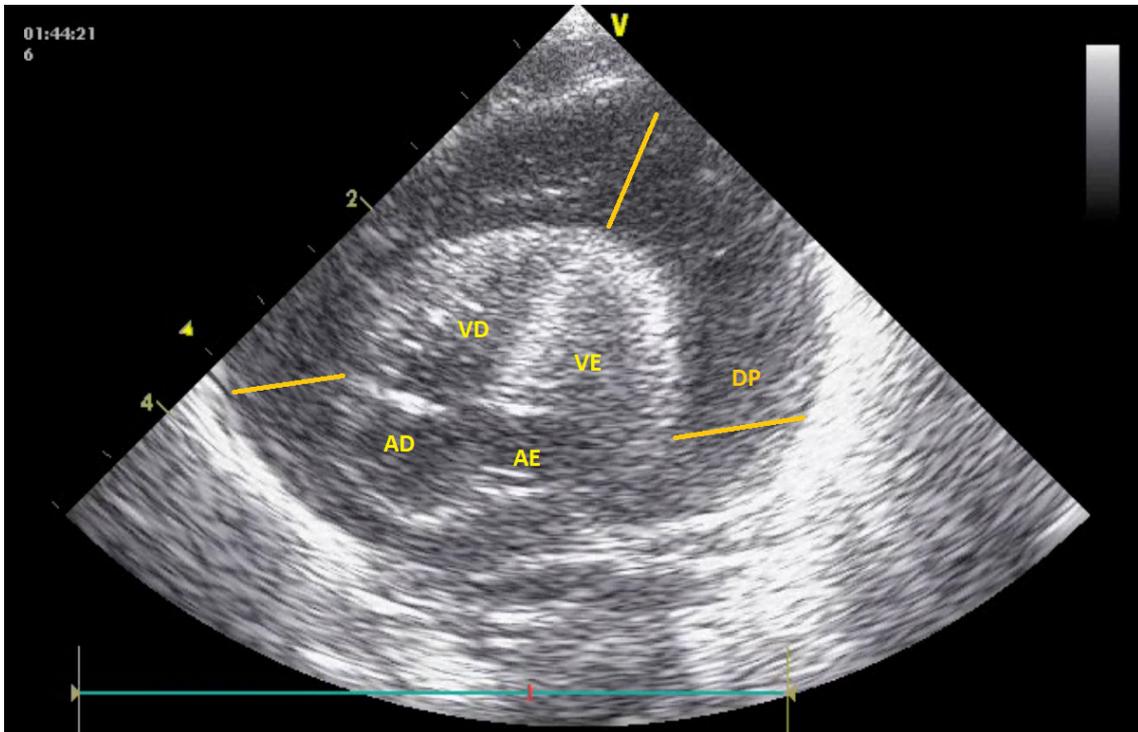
Ecocardiografia funcional transtorácica em paciente com choque devido a tamponamento cardíaco. A imagem com vista da janela subxifóide demonstra derrame pericárdico extenso e consequente redução das câmaras cardíacas. As linhas laranjas marcam a coleção líquida no pericárdio. (AD: átrio direito; AE: átrio esquerdo; VD: ventrículo direito; VE: ventrículo esquerdo; DP: derrame pericárdico).
